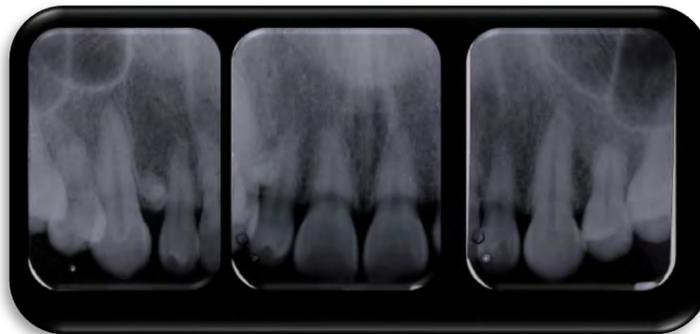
Radiografías periapicales de la zona anterior superior. Fuente directa
